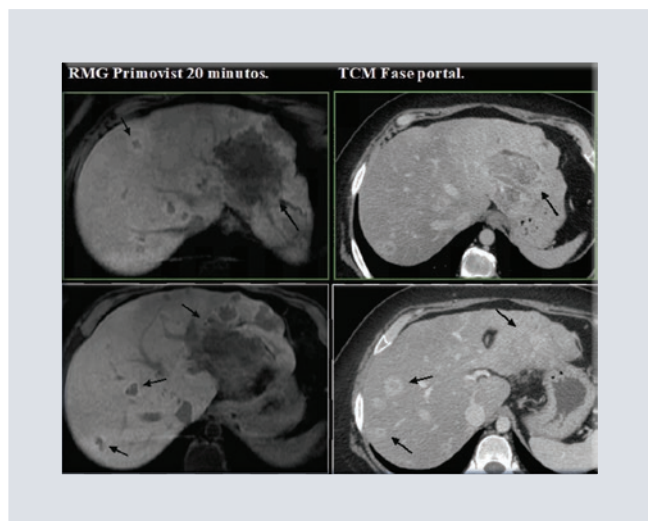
Imágenes comparativas de metástasis detectadas mediante resonancia magnética con contraste específico para hígado (RMG) y tomografía en fase portal (TCM); la TCM no delinea con claridad las lesiones en contraste con la RMG, en la cual se definen con precisión los bordes de cada lesión y fragmento.
